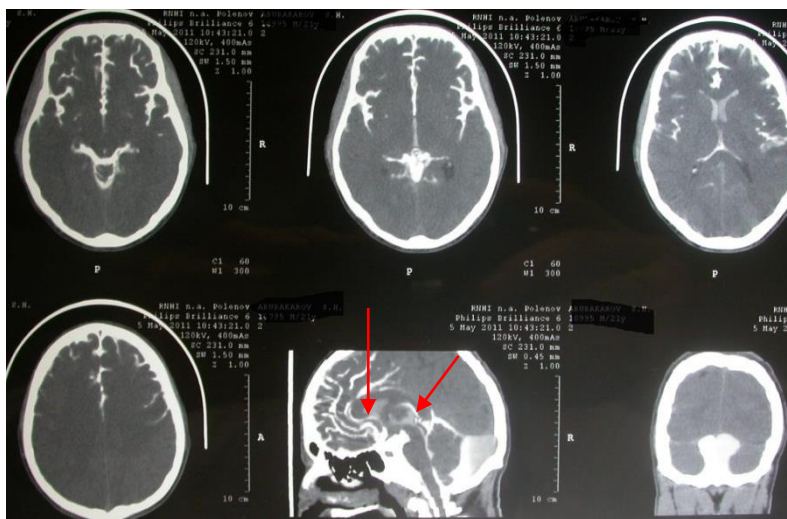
СКТ-вентрикулоцистернография. Наблюдение № 8, больная Д., 15 лет, история болезни №891-03. Диагноз: ретроцеребеллярная киста. Гипертензионный синдром. Заключение: после рассечения стенок кисты восстановлен вентрикулоцистернальный пассаж СМЖ
